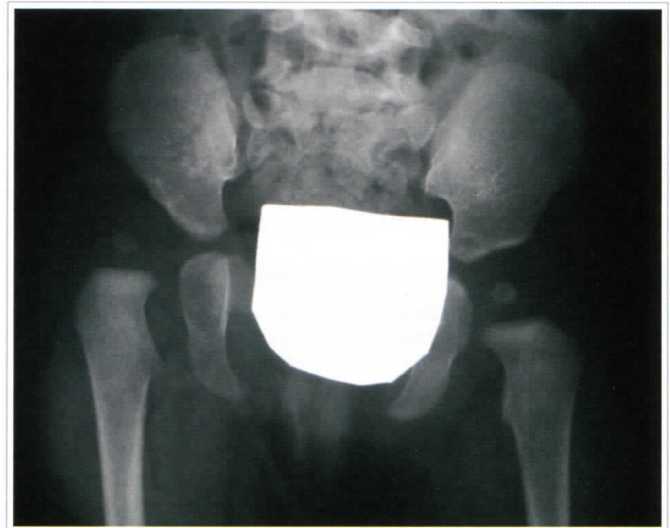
Radiografía de luxación congénita de cadera izquierda
